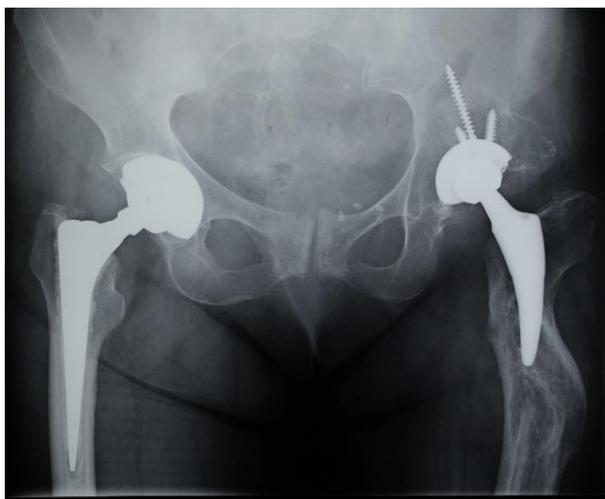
На обзорной рентгенограмме таза после операции определяется сохранение дооперационных взаимоотношений в тазобедренном суставе
